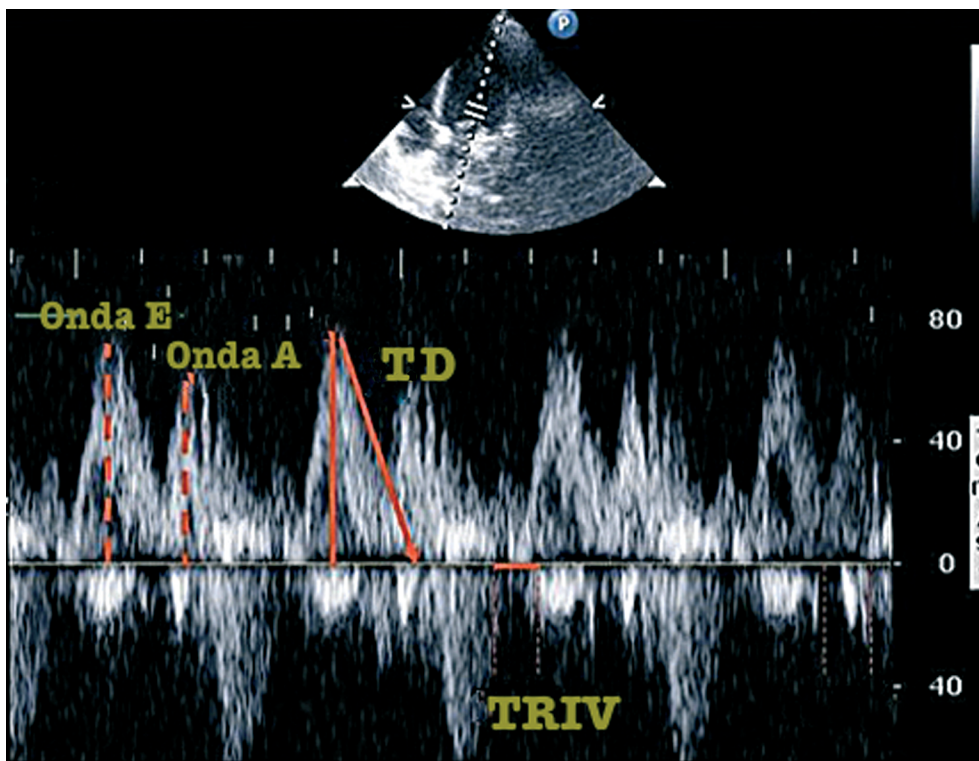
Registro Doppler pulsado de las velocidades del flujo de llenado mitral con un patrón diastólico normal. Onda E: onda de llenado mitral temprano; onda A: onda de llenado mitral tardío o contracción auricular; TD: tiempo de desaceleración de la velocidad de llenado temprano; TRIV: tiempo de relajación isovolumétrica del ventrículo izquierdo.
